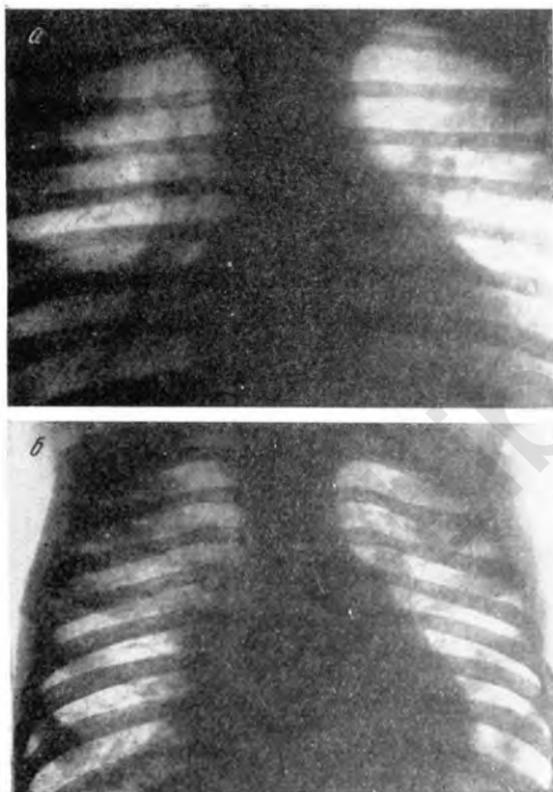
Рентгенограммы Любы М., 4 лет 6 месяцев. Коклюш.
